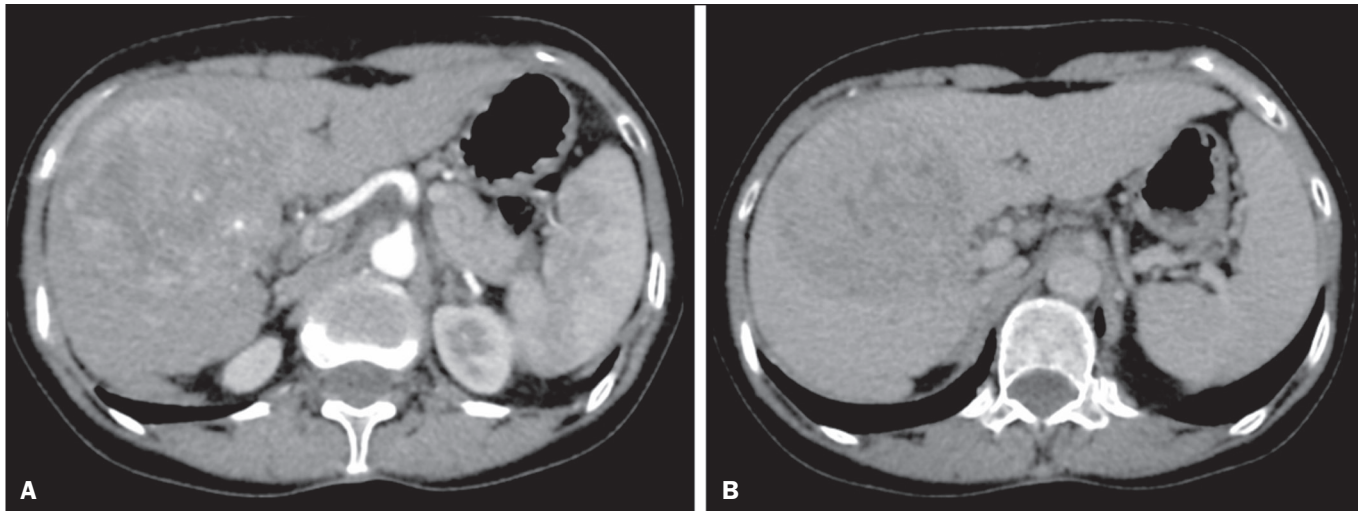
Observação LI-RADS 5. Fases arterial (A) e portal (B) de TC mostram observação > 20 mm hipervascular (A), com lavagem (B), em paciente com hepatite B.
